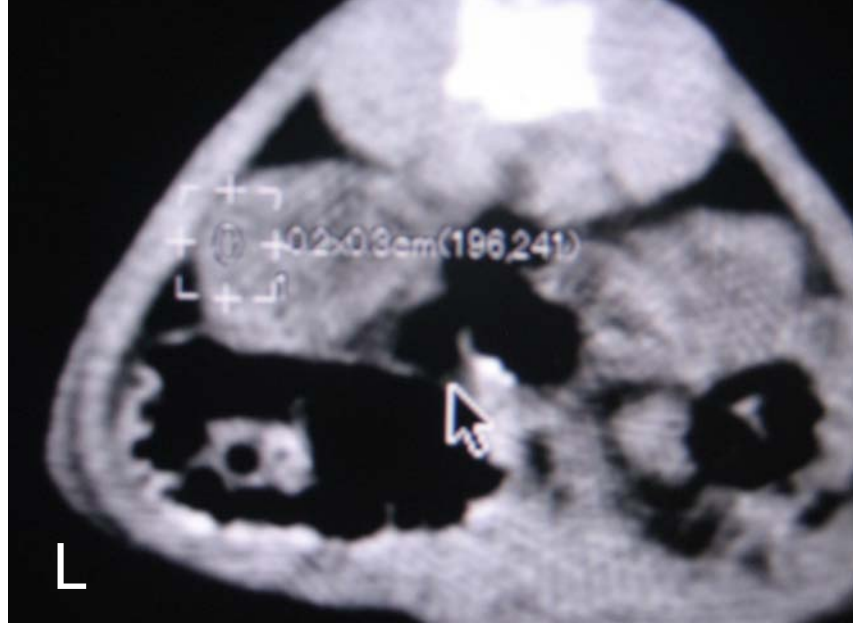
Operasyon öncesi ratlardan elde edilen tomografide böbreklerin
